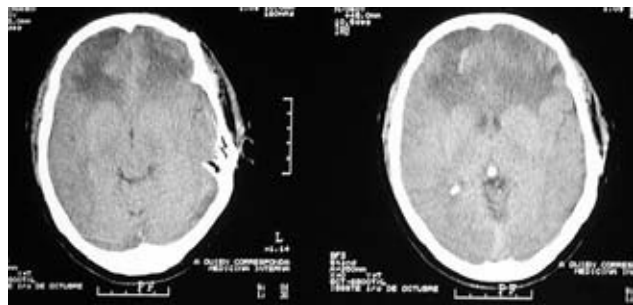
Tomografía simple de cráneo en cortes axiales. Posoperatorio inmediato, resección del tumor de la hoz cerebral.
